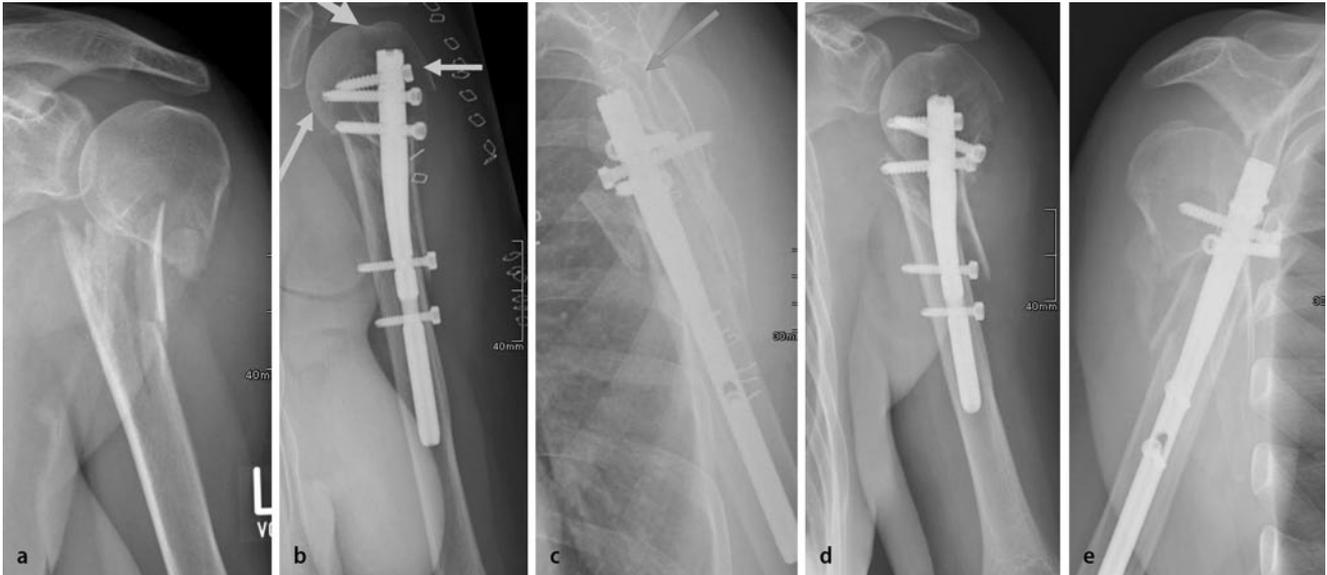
▲ Proximale Humerusfraktur mit metaphysärer Trümmerzone, a präoperatives Röntgenbild, b,c postoperative Röntgenkontrolle: zu tief implantierter Nagel, Oberarmkopf durch Verriegelungsschrauben nur partiell erfasst (Pfeile), d,e sekundärer Abriss des Kopffragments, erneute vollständige Dislokation
